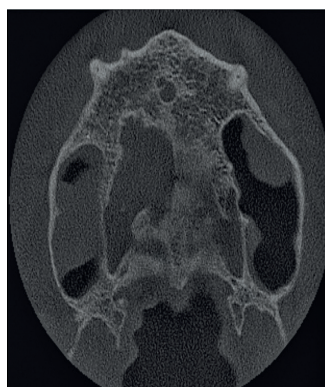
Axiální řez CBCT snímku v mediální rovině. Rozšíření nazopalatinálního kanálu je viditelné zvláště při palatinálním vyústění kanálu
